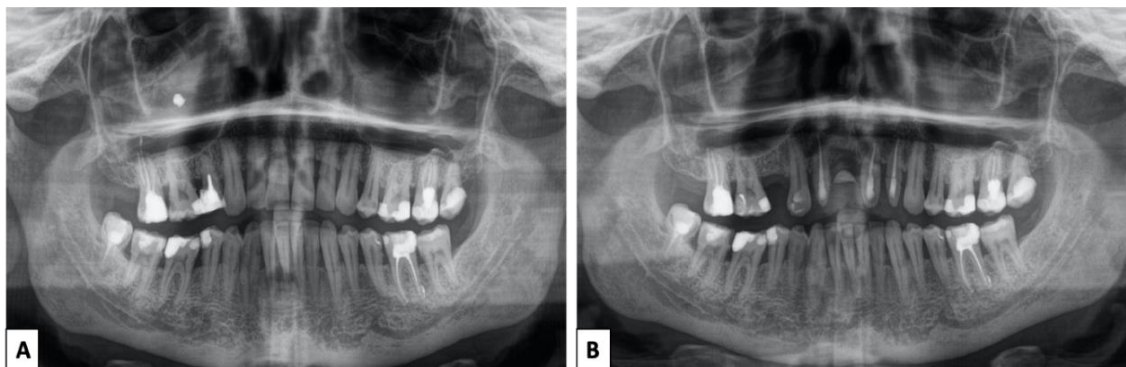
OPG pacientului R.L. A. Ortopantomografia preoperatorie ce atestă prezența patologiei sinusale. B. Ortopantomografia după tratamentul patologiei sinusale (Cazuistica OmniDent).
